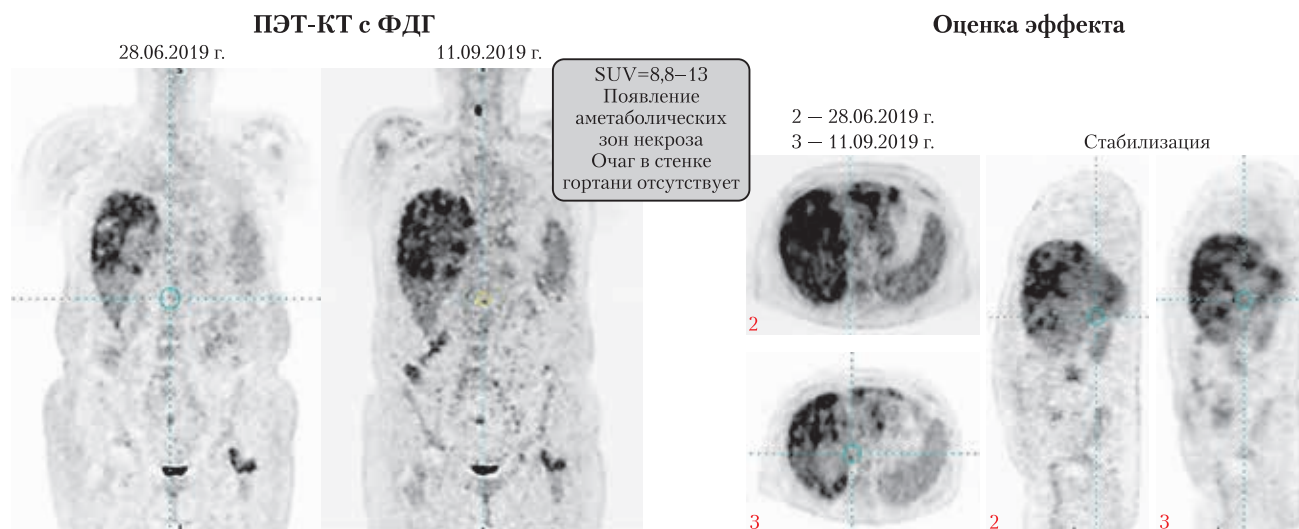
Результат повторной ПЭТ-КТ всего тела с ^{18}F -ФДГ в динамике
